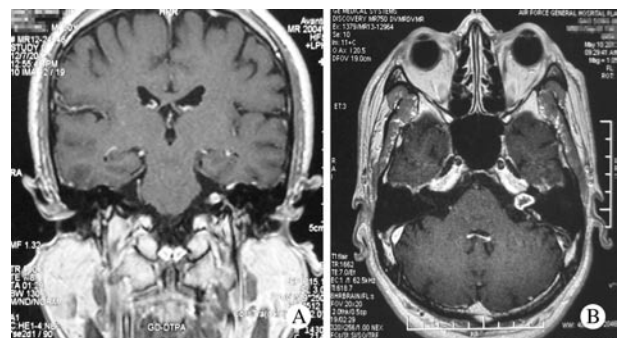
A:放疗前内听道MRI; B:放疗后内听道MRI
